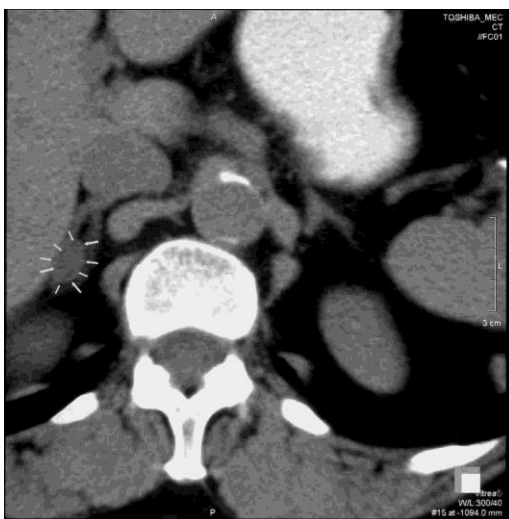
КТ поодинокі АПА правої НЗ (позначено стрілками).
